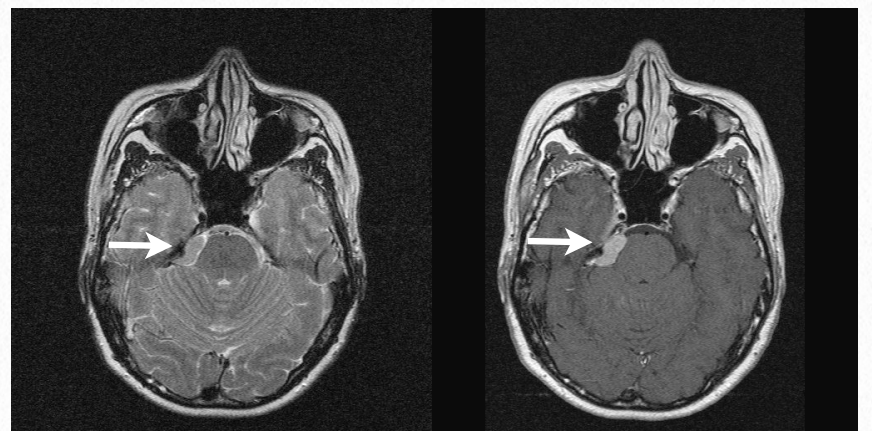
症例7・術前頭部MRI：右椎体骨先端部の内側に腫瘍を認めた。腫瘍は頭部MRI T2WIでは等信号、T1WI Gdで均一に造影されていた。腫瘍は内側で橋を圧迫していた（→）。
